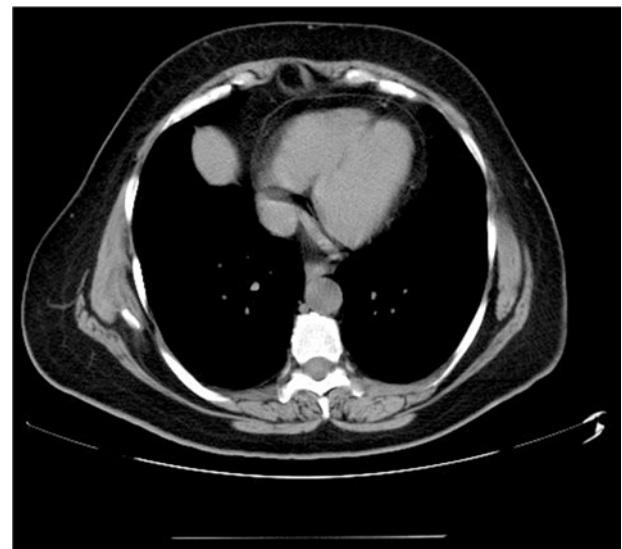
Chest CT scan at 6 years showing complete mass regression.
